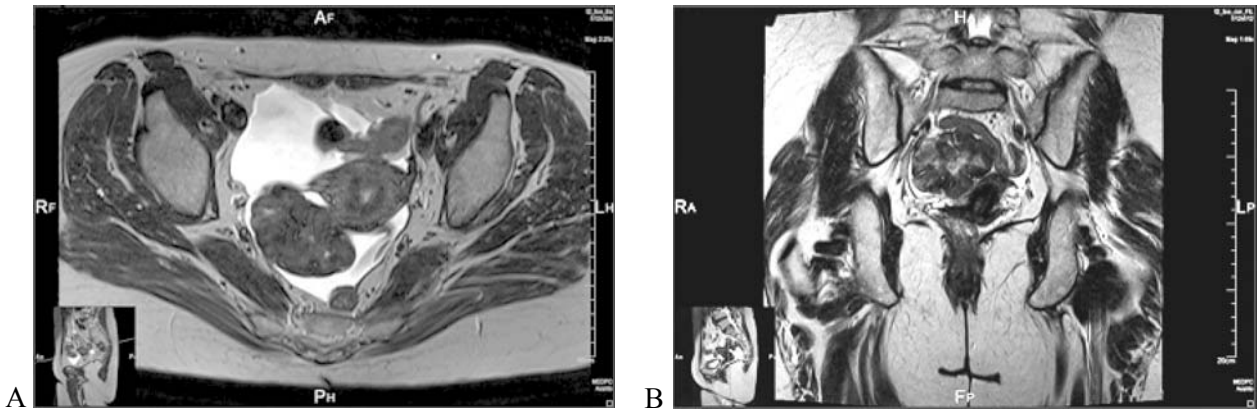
A,B. MRI scan showing bilateral ovarian solid masses
